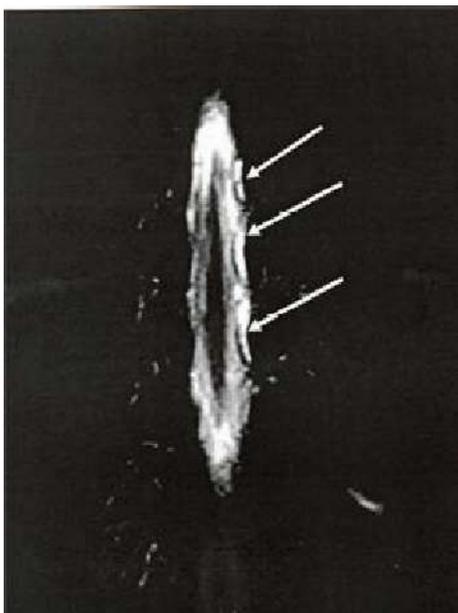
Resonancia magnética nuclear de la columna vertebral que muestra colecciones peridurales.
